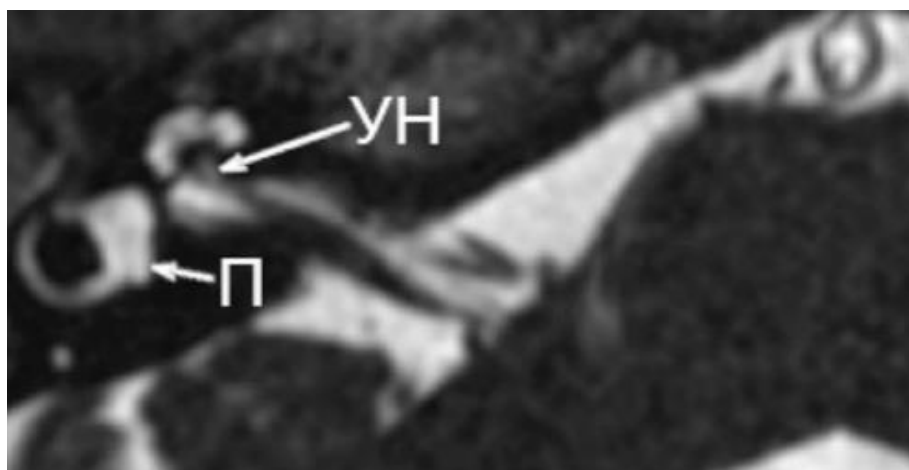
в МРТ в аксиальной плоскости: визуализация улиткового нерва (УН) и преддверия (П).
